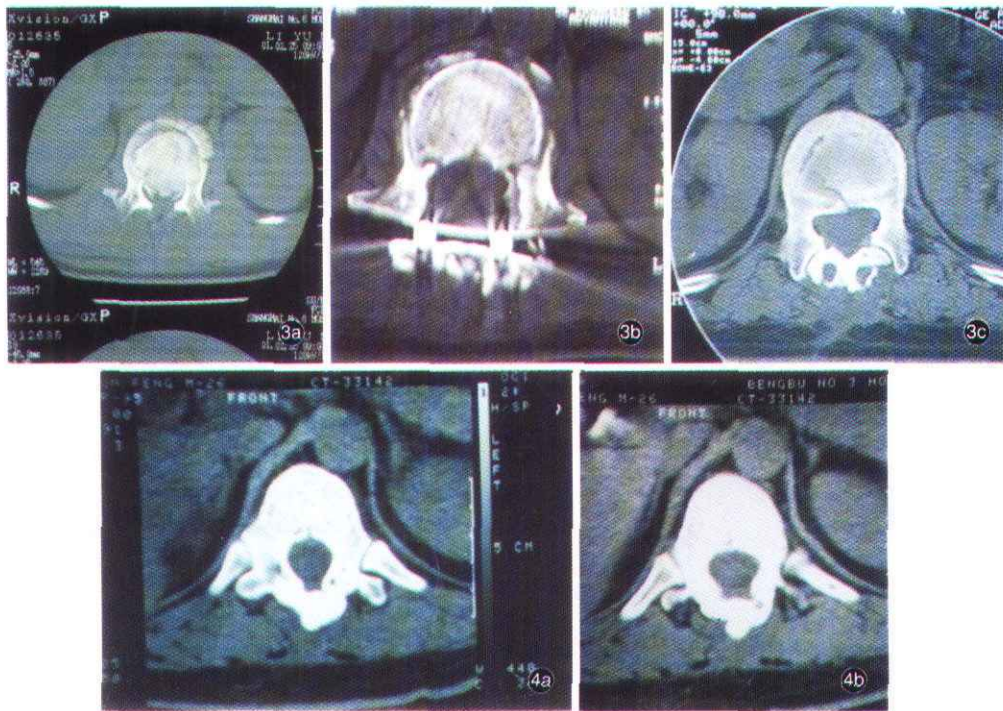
术前CT 患者女性,40岁, L_1 压缩性骨折截瘫,疗脊髓前后减压,Luque棒内固定,Luque棒内固定,椎板再造椎管成形术;图3b 术后1周CT 因Luque棒伪影影响,再造板形态显示不完整,碎植骨块清楚可见;图3c 术后1年2个月CT 去除Luque后,棒孔清晰可见,再定椎板椎管成形;图4a 术后1年5个月CT 再造椎板形成椎管良好;图4b 术后2年1个月CT 椎管形态良好,无骨性狭窄。
